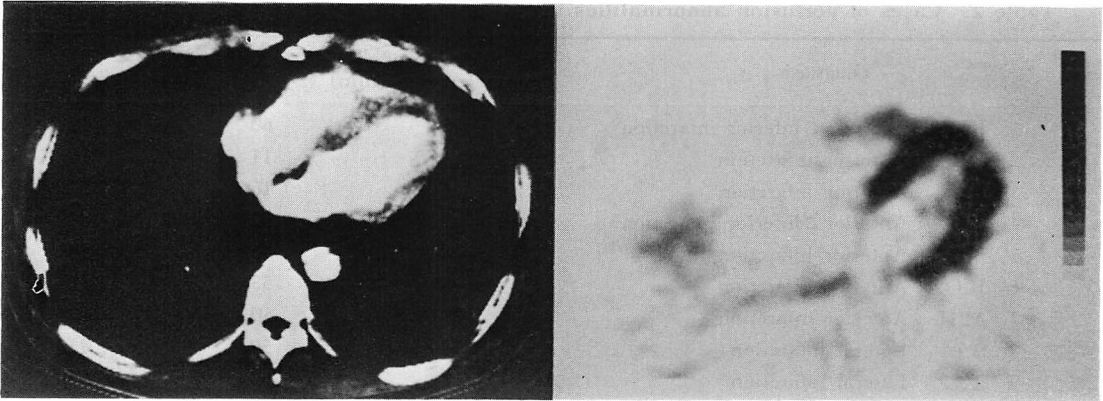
Enhanced CT image and PET image of a case of acute anterior infarction.
